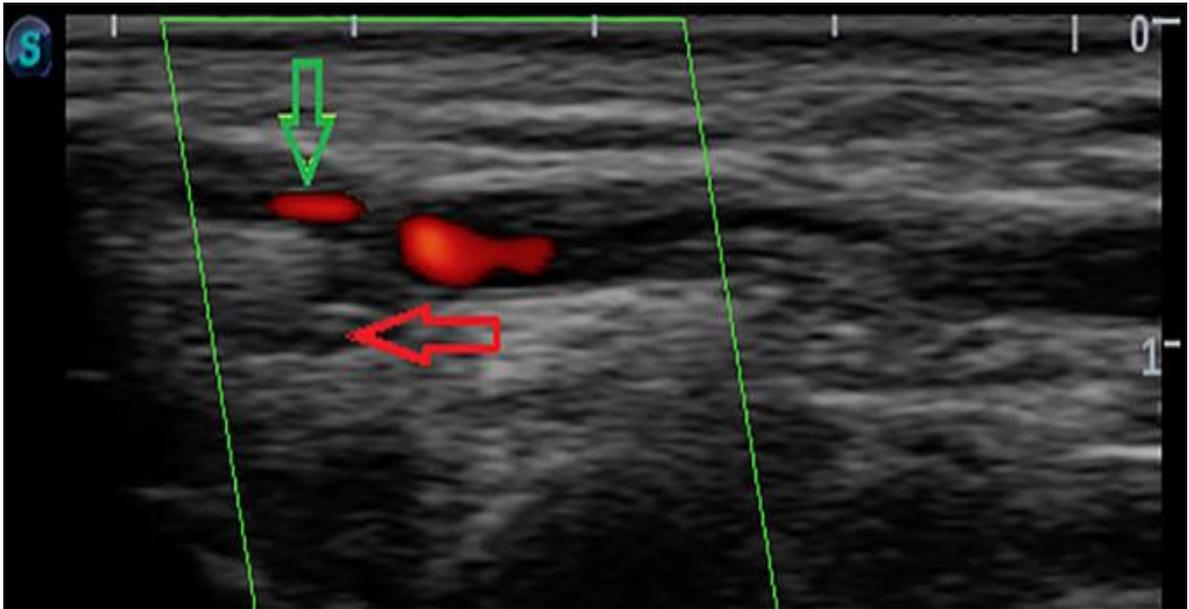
Окклюзия дистальных отделов лучевой артерии по данным выполненной на 5-е сутки УЗИ артерии доступа (указана красной стрелкой), кровоток в поверхностной ладонной ветви лучевой артерии (указана зеленой стрелкой) сохранён
